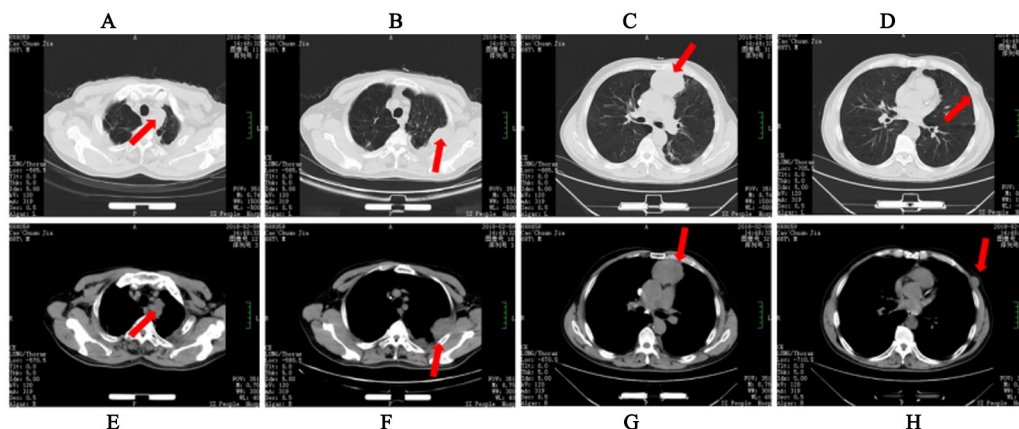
患者2018-02-09接受纳武单抗联合化疗治疗前左下PSC复发胸壁转移CT影像
